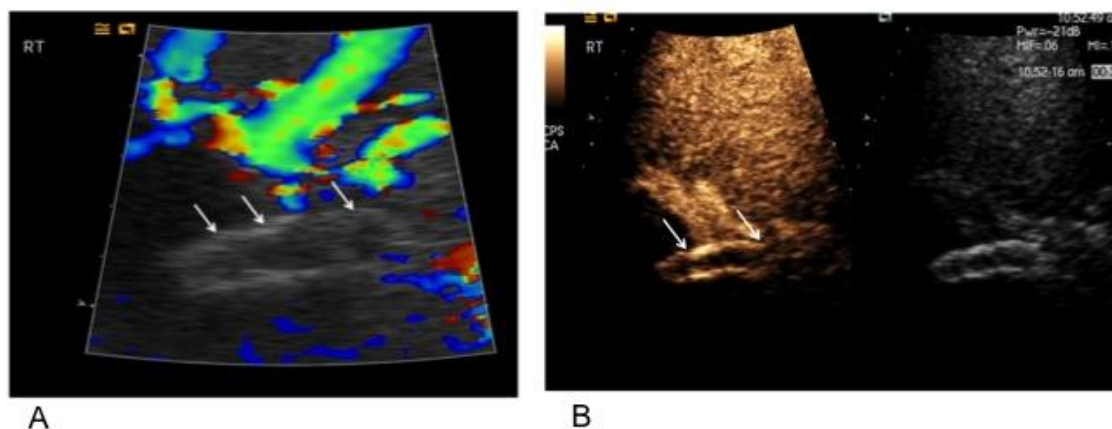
另一个 TIPSS 病例，彩色多普勒超声显示分流管内无血流信号（A，箭头）。CEUS 证实分流管内有血栓形成（B，箭头）。
